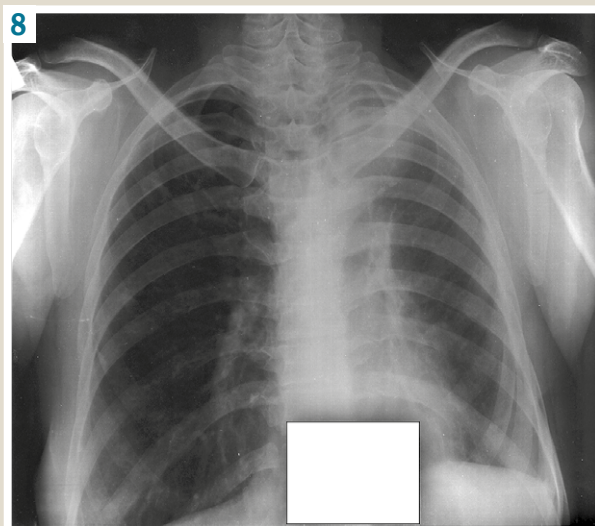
Chest X-ray from 08.10.2021: condition after resection of the upper lobe of the left lung. A fibrothorax is formed at the top of the left lung, the costodiaphragmatic sinus is obliterated. There are fibrosis, dense small foci in the upper lobe of the right lung. Pulmonary heart.
